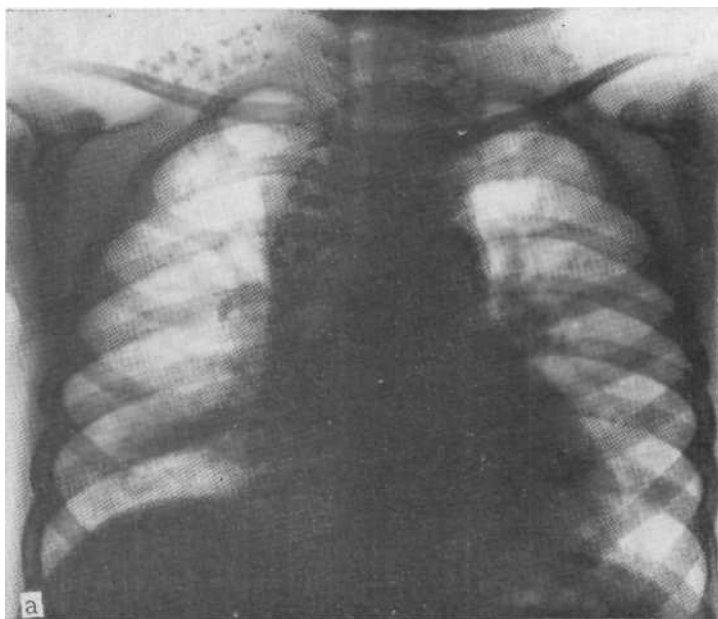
Обзорная рентгенограмма и томограмма в прямой проекции. Обувствление лимфатических узлов средостения вследствие перенесенного туберкулеза.
